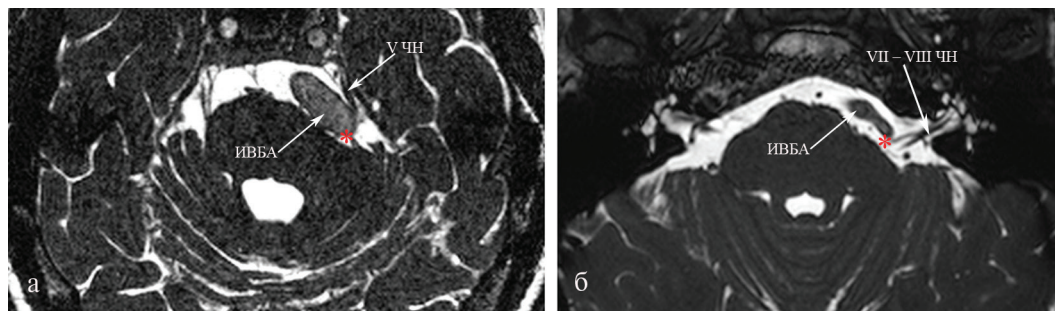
МРТ-картина васкулярной компрессии корешков тройничного (а) и лицевого (б) нервов.
